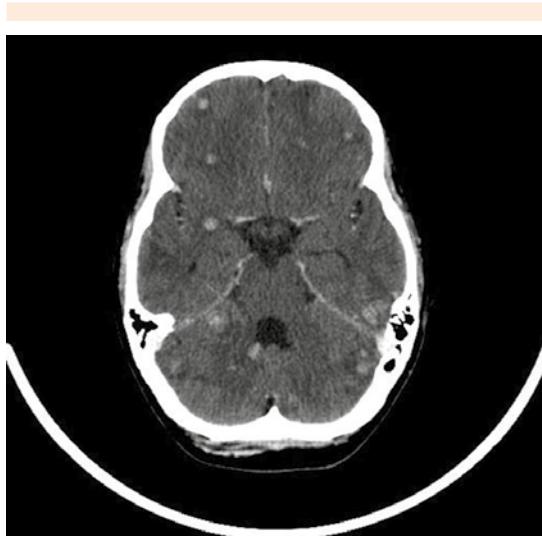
TAC cerebral: múltiples lesiones focales por afectación metastásica diseminada.
